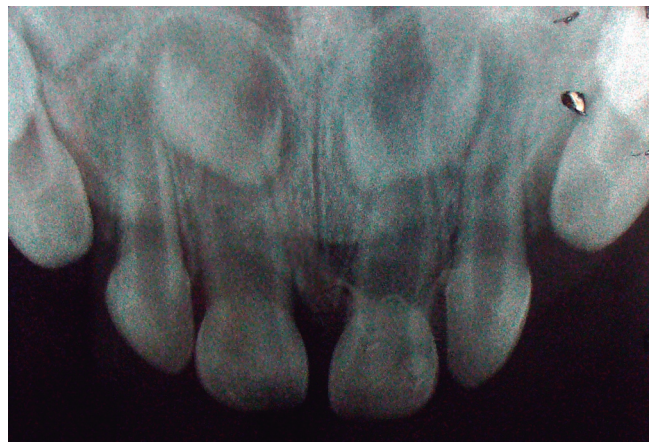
Radiografía final que ya no muestra la existencia de algún otro diente supernumerario.
